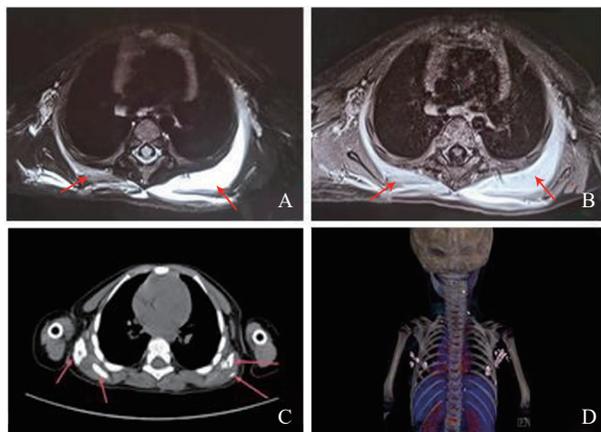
患儿的影像学表现 A: MRI 横轴位 T2WI 显示双背部肌肉肿胀并见弥漫性高信号; B: MRI 横轴位增强扫描显示背部病变显著强化; C: CT 横轴位平扫显示双背部肌肉多发骨化及片状低密度影; D: CT 实影渲染技术显示双侧后颈部、背部肌肉内多发异位骨化。箭头所示为异常信号或病变。
